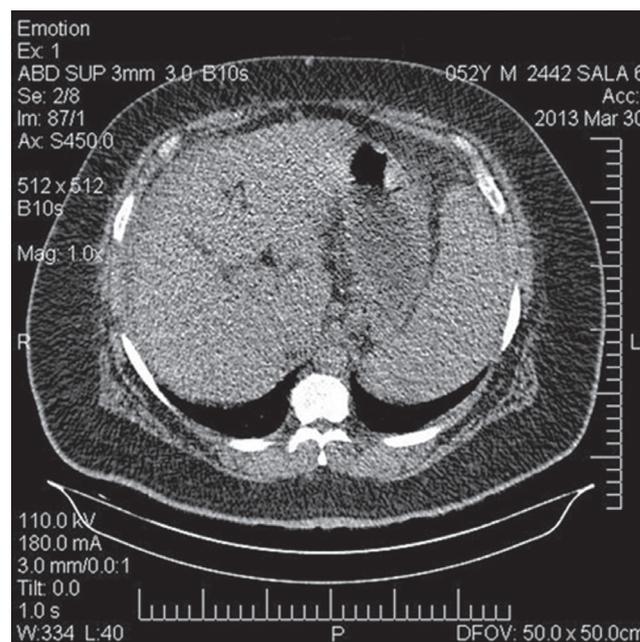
Corte de tomografia computadorizada de abdome, mostrando esplenomegalia e aumento da densidade hepática compatível com esteatose. Caso de abdome agudo por apendicite em paciente adulto superobeso, tabagista e hepatopata crônico.
